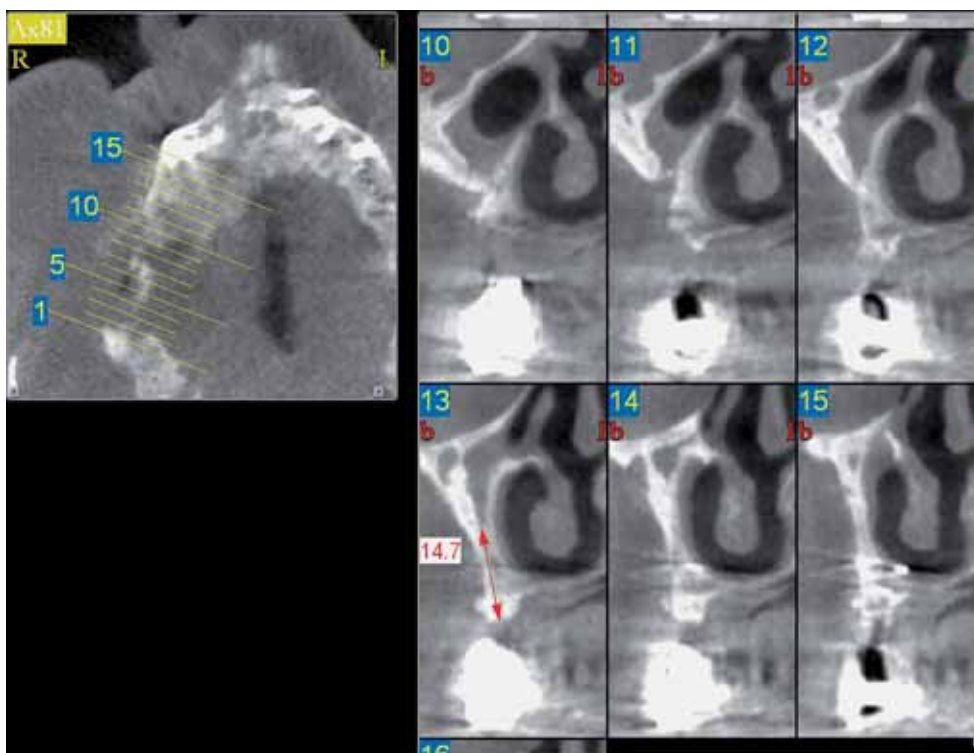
Détail de l'imagerie par CBCT dans la région des prémolaires: les insertions des implants ne sont possibles que le long de la paroi latérale du nez.
